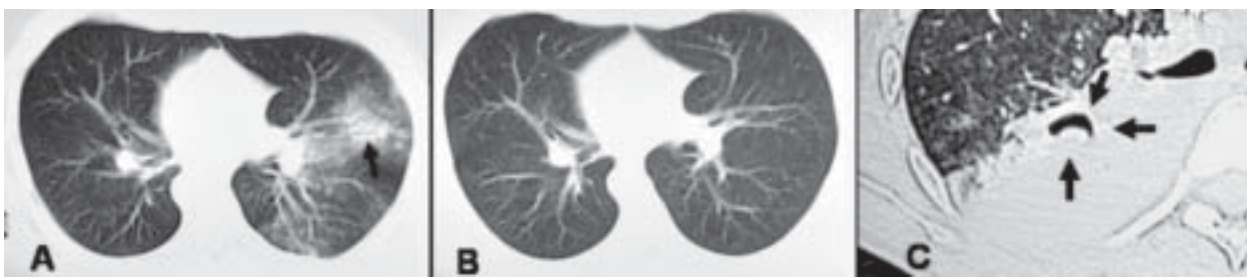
A y B. TC de tórax. Paciente con opacidad de tipo alveolar con broncograma aéreo (flecha) en el pulmón izquierdo. En TC de control se aprecia resolución completa sin lesión subyacente (B). C. TC tórax. Se observa neumonía complicada con cavitación pulmonar en el lóbulo inferior derecho (flecha).
